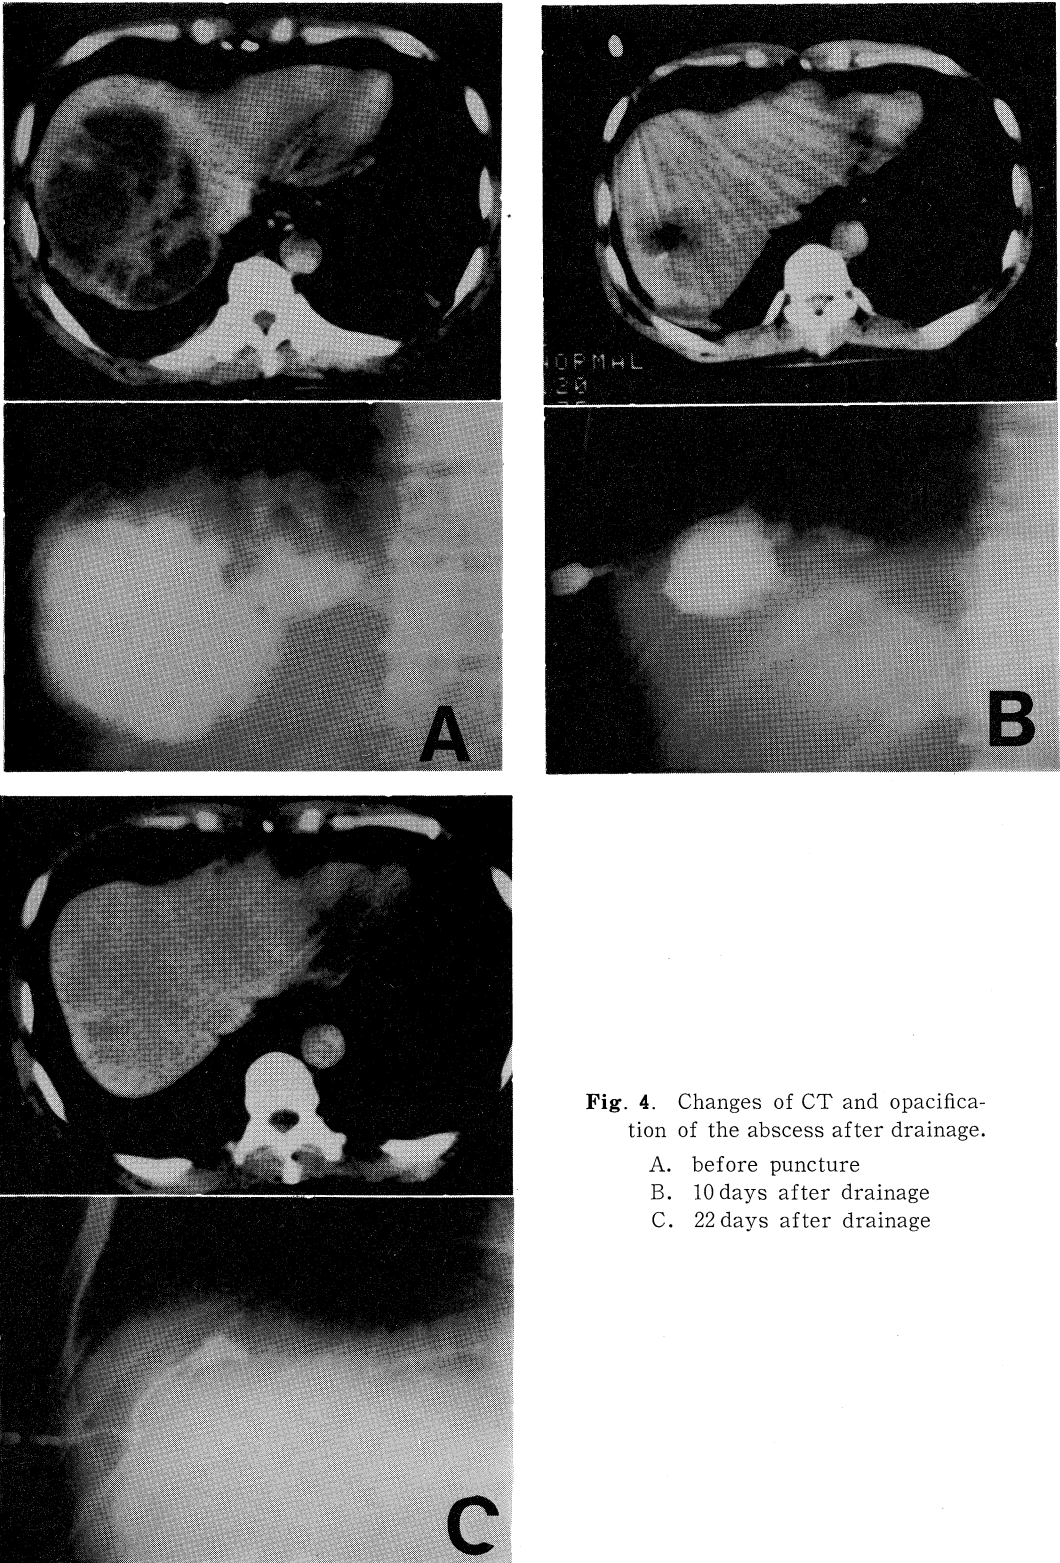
Changes of CT and opacification of the abscess after drainage.
